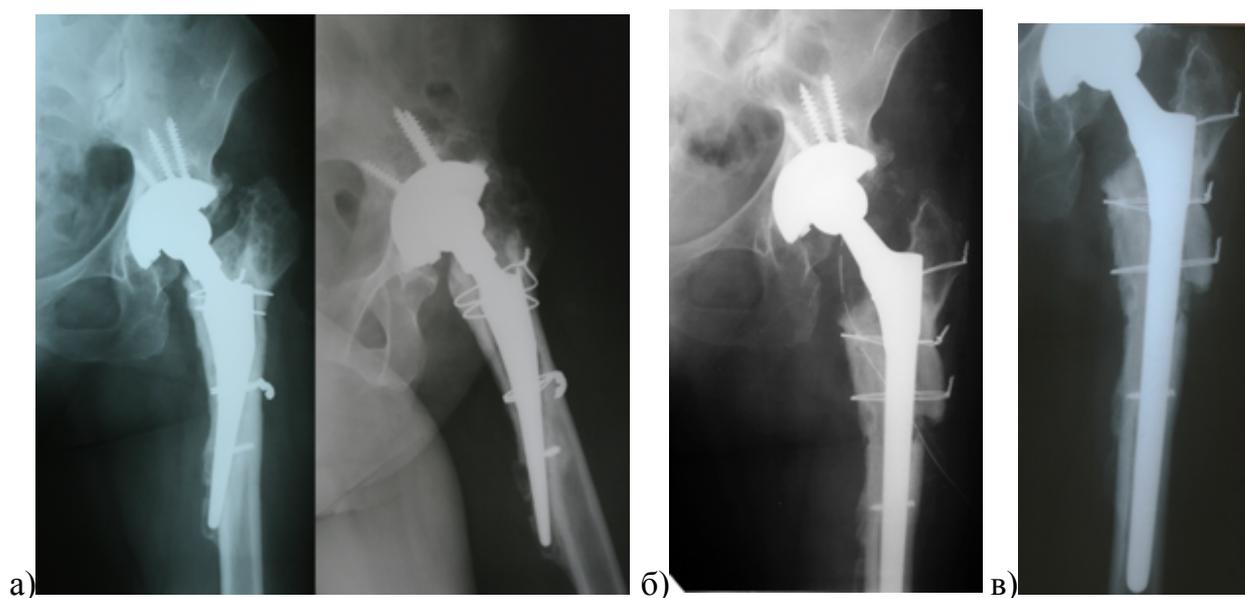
Рентгенограммы левого ТБС пациентки 48 лет с двусторонним диспластическим коксартрозом, слева МВО 10 лет назад, год назад эндопротезирование: а) в прямой и боковой проекции перфорация задне-внутренней стенки бедренной кости, раннее расшатывание и оседание ножки; б) выполнена расширенная вертельная остеотомия и установлена ревизионная ножка Wagner; в) через три года после ревизии отмечается дефект наружной стенки в области остеотомии, но имплантат стабилен, фрагмент большого вертела находится на прежнем уровне
